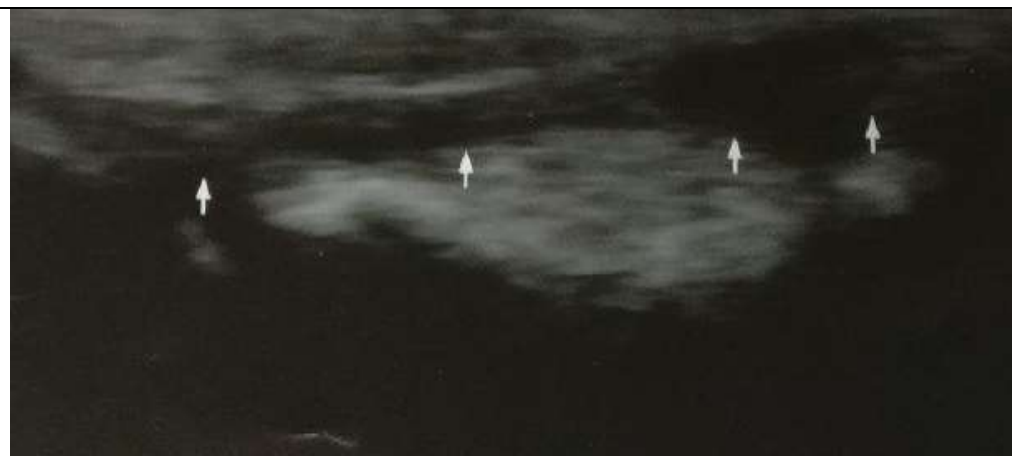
УЗИ локтевого нерва
